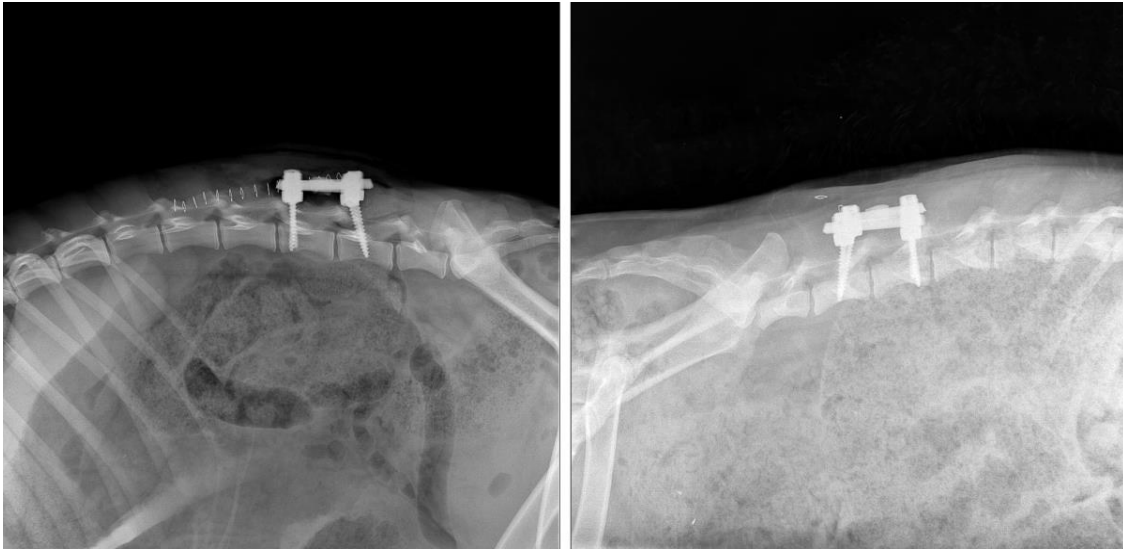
8. koyunun ameliyat sonrası ve 6 ay sonrasındaki röntgen sonuçları
